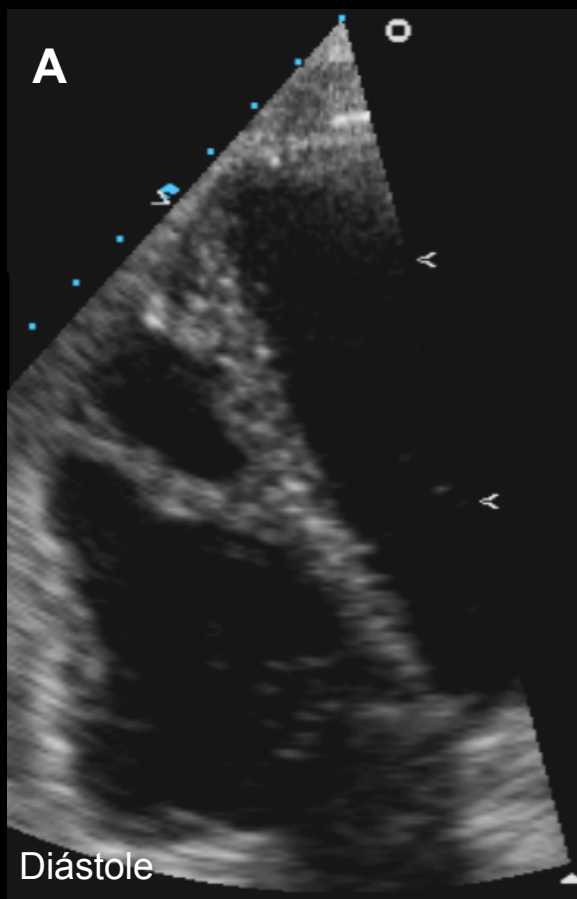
Ecocardiografía, A) Plano 4 cámaras en diástole, centrado en ventrículo derecho; B) Plano 4 cámaras en sístole.
